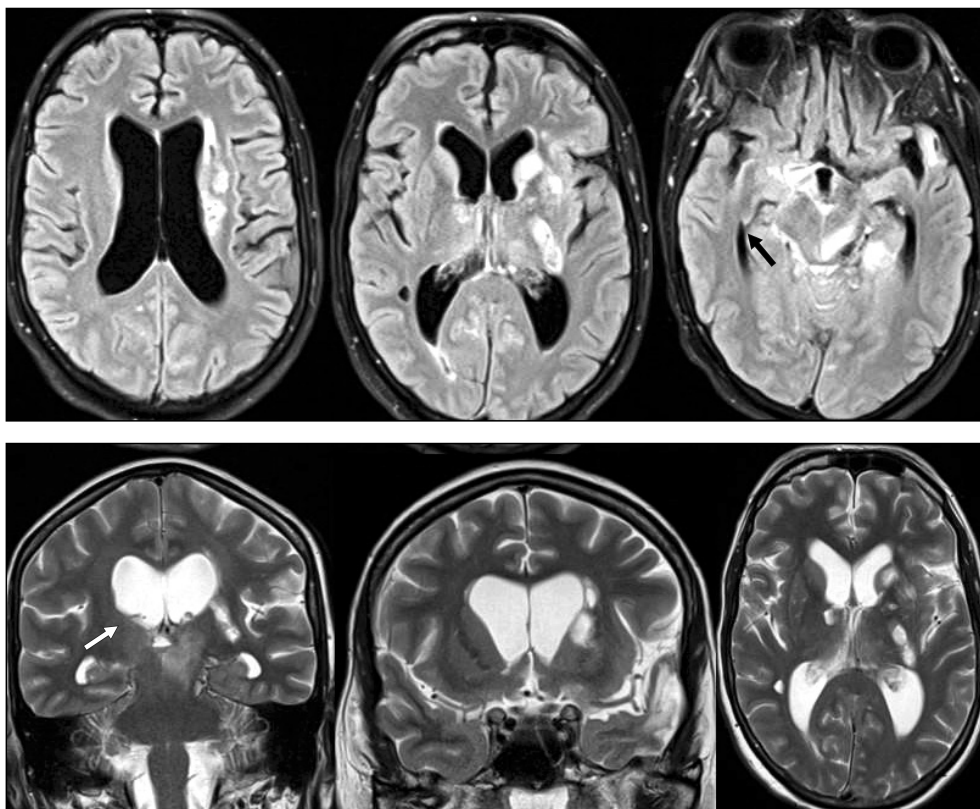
МРТ головного мозга пациентки Л. в режимах FLAIR и T2-ВИ. В области подкорковых ядер обоих полушарий определяются множественные очаги, в области левой ножки мозга определяется очаг подострой ишемии (указан белой стрелкой)
